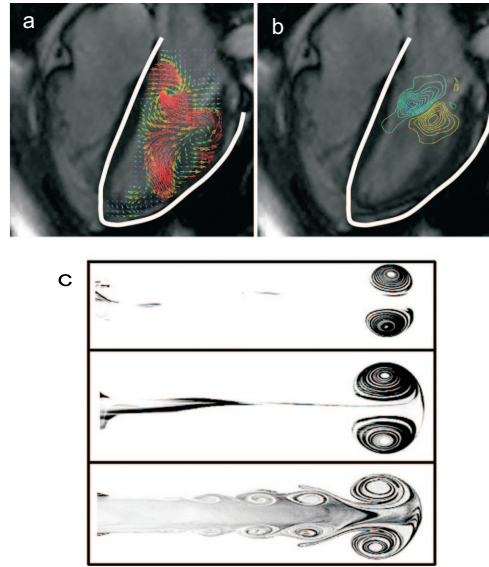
Formación de vórtices *in vivo* y *in vitro*. (a y b) Campo de velocidades y contornos de vorticidad *in vivo* del ventrículo izquierdo durante la diástole. Las imágenes fueron obtenidas de un paciente adulto sano por medio de resonancia magnética. (c) Visualización por medio de tinta fluorescente *in vitro* de vórtices con números de formación crecientes. (Superior) $T=2.0$ (Media) $T=3.8$ (Inferior) $T=14.5$. Para $T>4$ el crecimiento del vórtice ha terminado. (Obtenida de [6])
